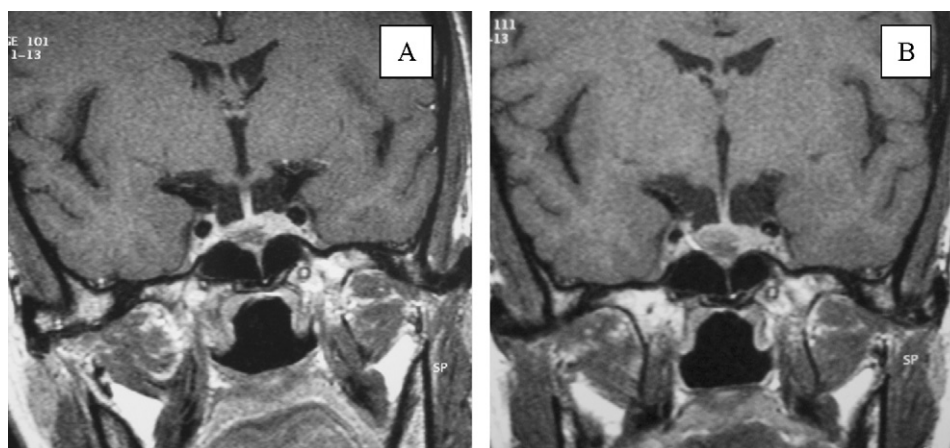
A. IRM avant la grossesse montrant un reliquat tumoral de 9 mm de grand axe. B. IRM après l'accouchement montrant un reliquat tumoral de 10 mm de grand axe.
